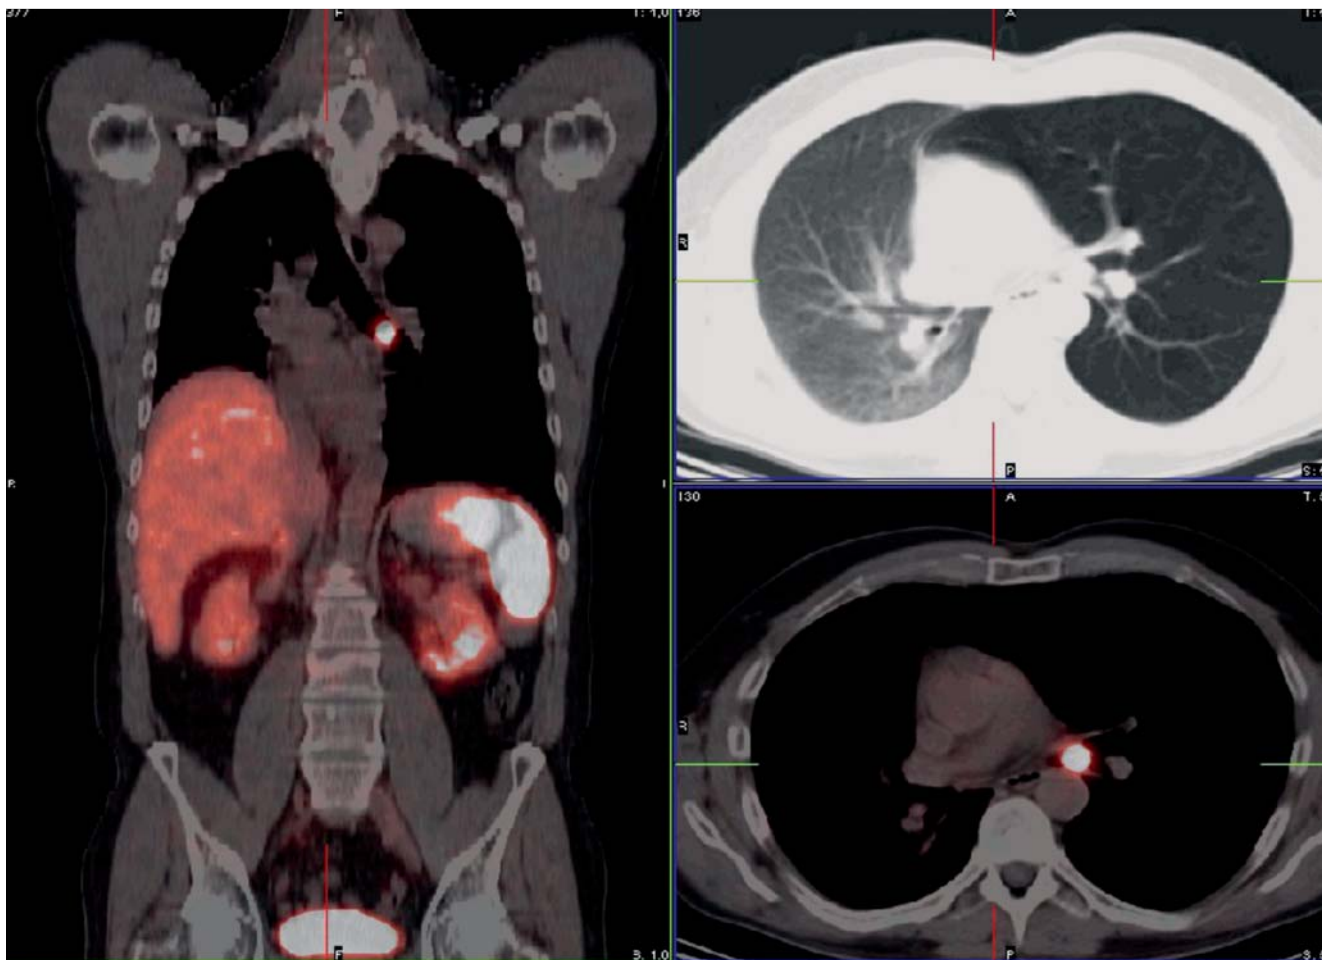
Gleicher neuroendokriner Tumor visualisiert in der Somatostatinrezeptor-PET/CT-Untersuchung mit 68-Gallium markierten DOTA-TOC. Solitärer zentral sitzender Tumor.
